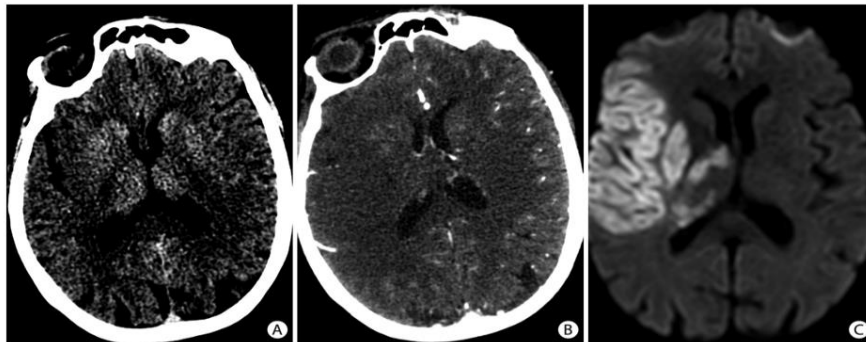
Early ischemic changes seen on (A) axial non-contrast head computed tomography (CT) as loss of the grey matter density of the right insula, part of the lenticular nucleus, and the right fronto-temporal regions. These changes are better seen on (B) the axial CT angiogram (CTA) source images and (C) the diffusion-weighted magnetic resonance imaging images as areas of reduced diffusion. Scarce collaterals are noted in the right middle cerebral artery territory on (B) the CTA source images.
